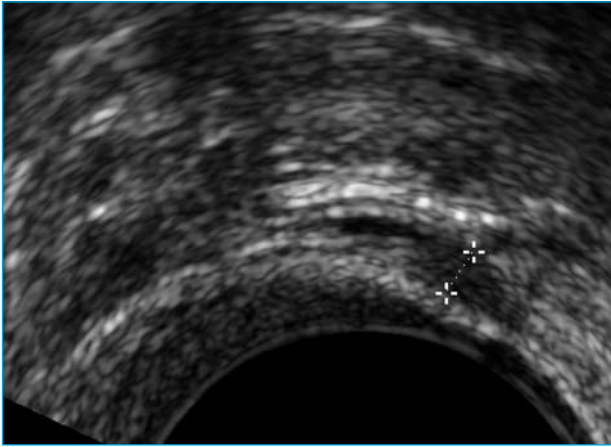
Échographie endovaginale montrant un épaississement linéaire d'un ligament utérosacré.
